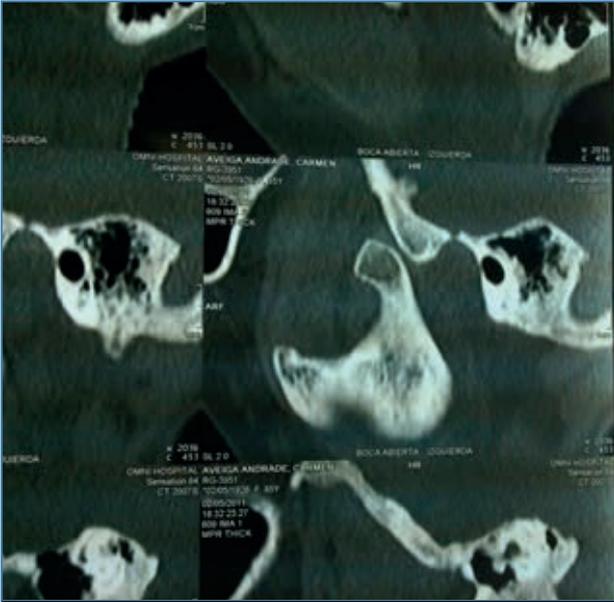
Tomografía de la ATM y anexos.
